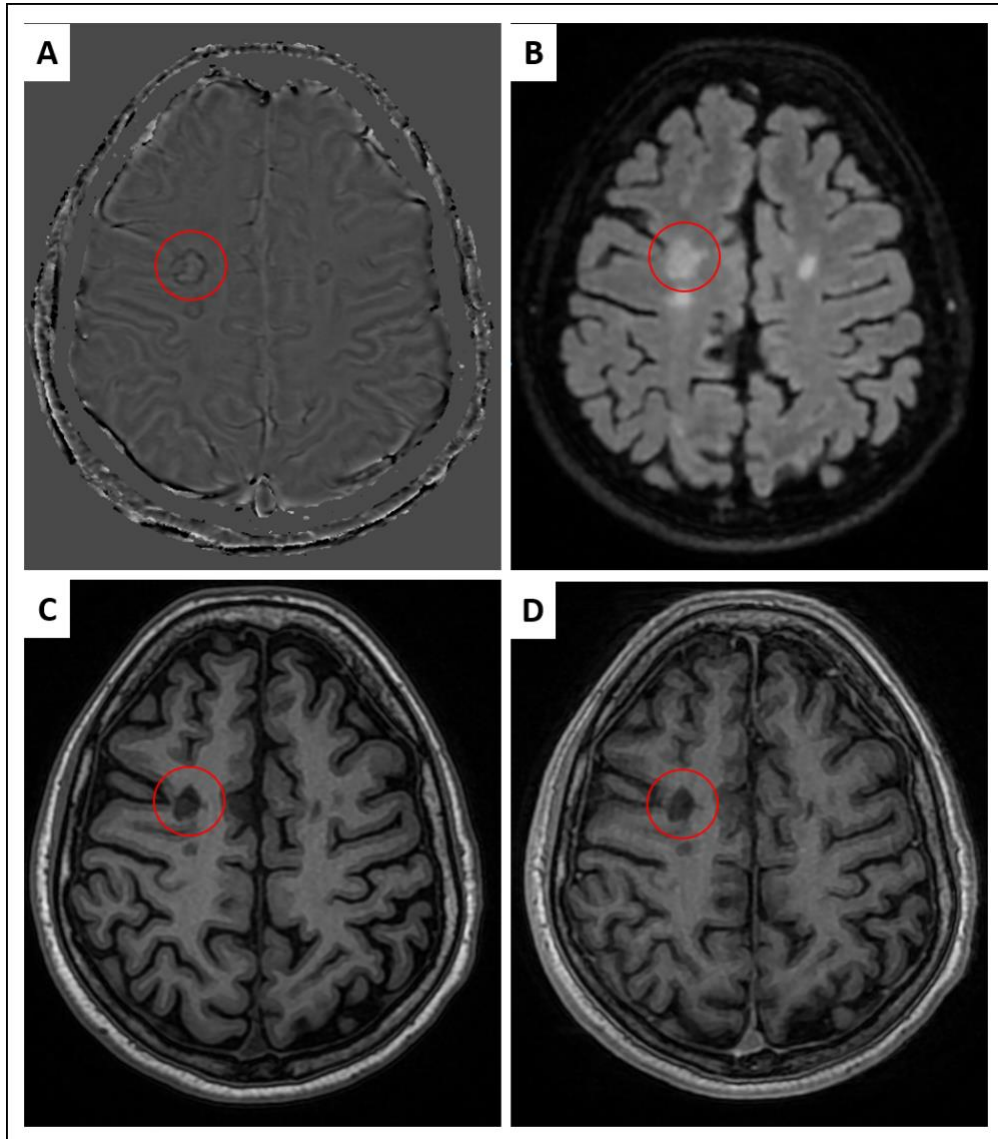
A: SWAN (fase), B: FLAIR, C: T1, D:T1+C, donde se señala lesión desmielinizante en sustancia blanca subcortical frontal derecho, hiperintensa en FLAIR, marcadamente hipointensa en T1 con presencia del signo del borde paramagnético en la imagen de fase en SWAN, posterior a la administración de medio de contraste no presenta realce.
